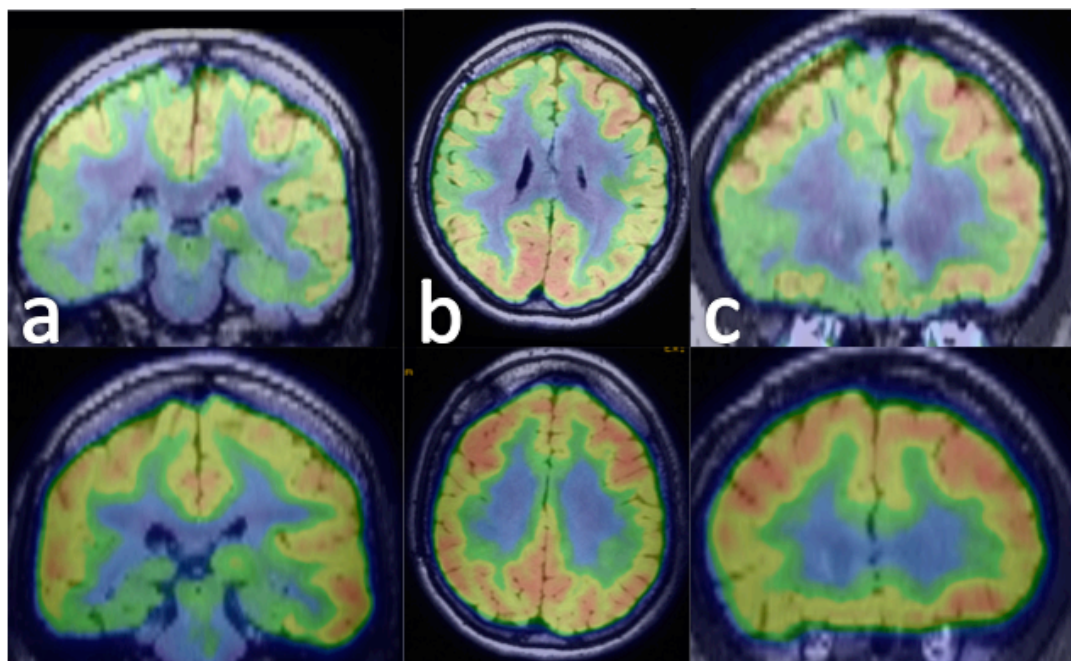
Fusión PET-RM. En la fila superior se observa estudio prequirúrgico con hipometabolismo parcheado de predominio en hemisferio derecho. El estudio postquirúrgico muestra normalización del metabolismo cerebral.
